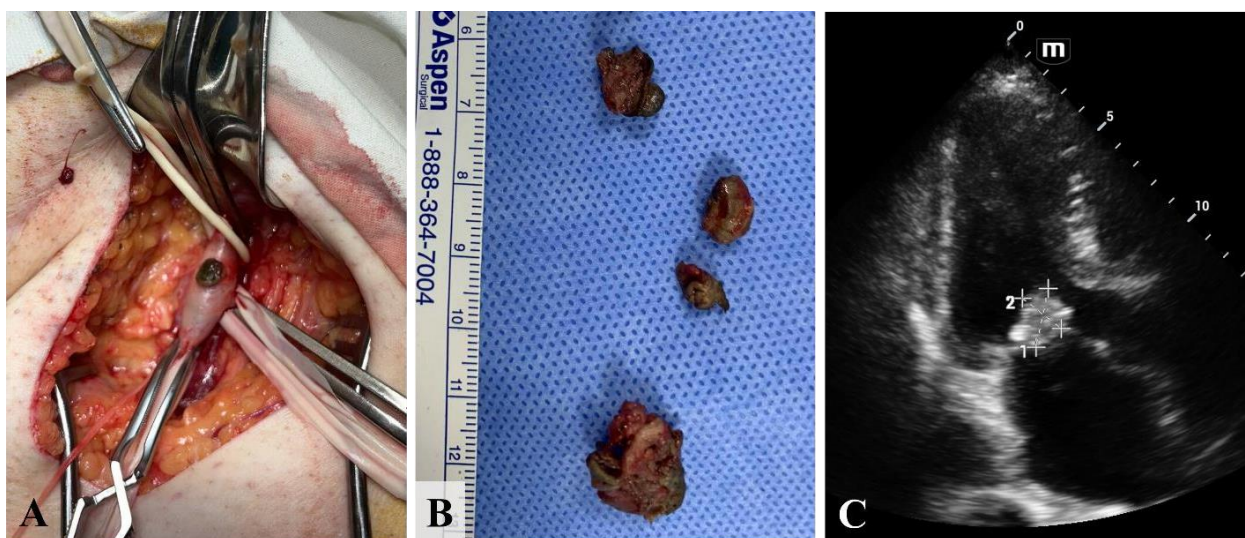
Observația clinică a emboliei arterei femurale comune la un pacient cu endocardită trombotică non-bacteriană (A – arteriotomie a arterei femurale comune, B – emboli îndepărtați, C – masă hiperecogenă pe valva mitrală detectată la ecocardiografie)
